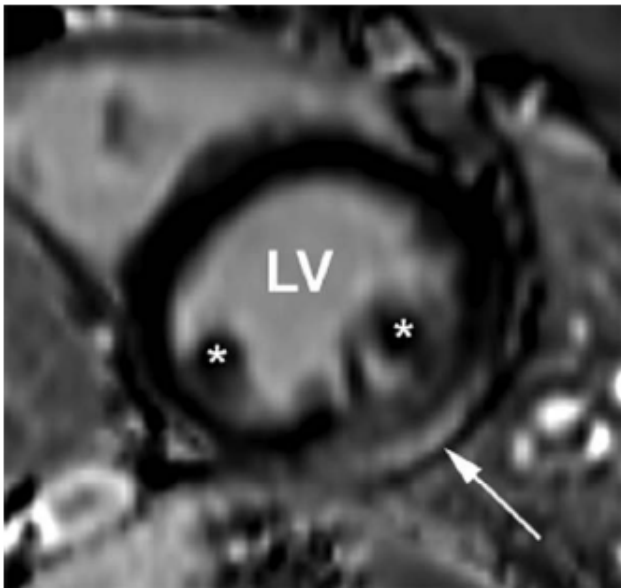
Resonancia magnética cardíaca (RMC) que utiliza la imagen de realce tardío de gadolinio (LGE) en la DMD. La cavidad del ventrículo izquierdo (LV) está centrada, con los músculos papilares presentes (*). La flecha indica un área brillante del LGE en el subepicardio de la pared basal inferior que se extiende hasta la pared media del miocardio. Los miocardios septal y ventricular derecho están a salvo. Este es un patrón típico visto en la DMD (Imagen cortesía del Dr. Erik Schelbert de la Universidad de Pittsburgh).
